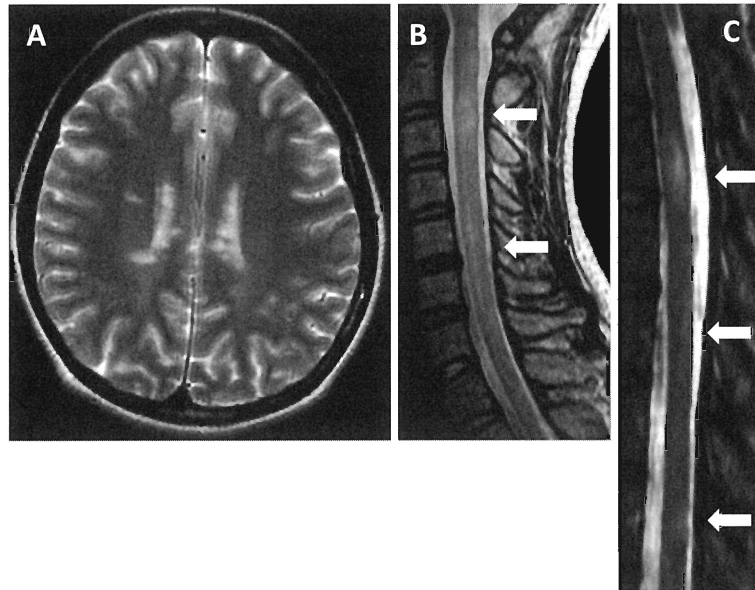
MRI (brain and spinal cords) of patient 2 at relapsing phase
